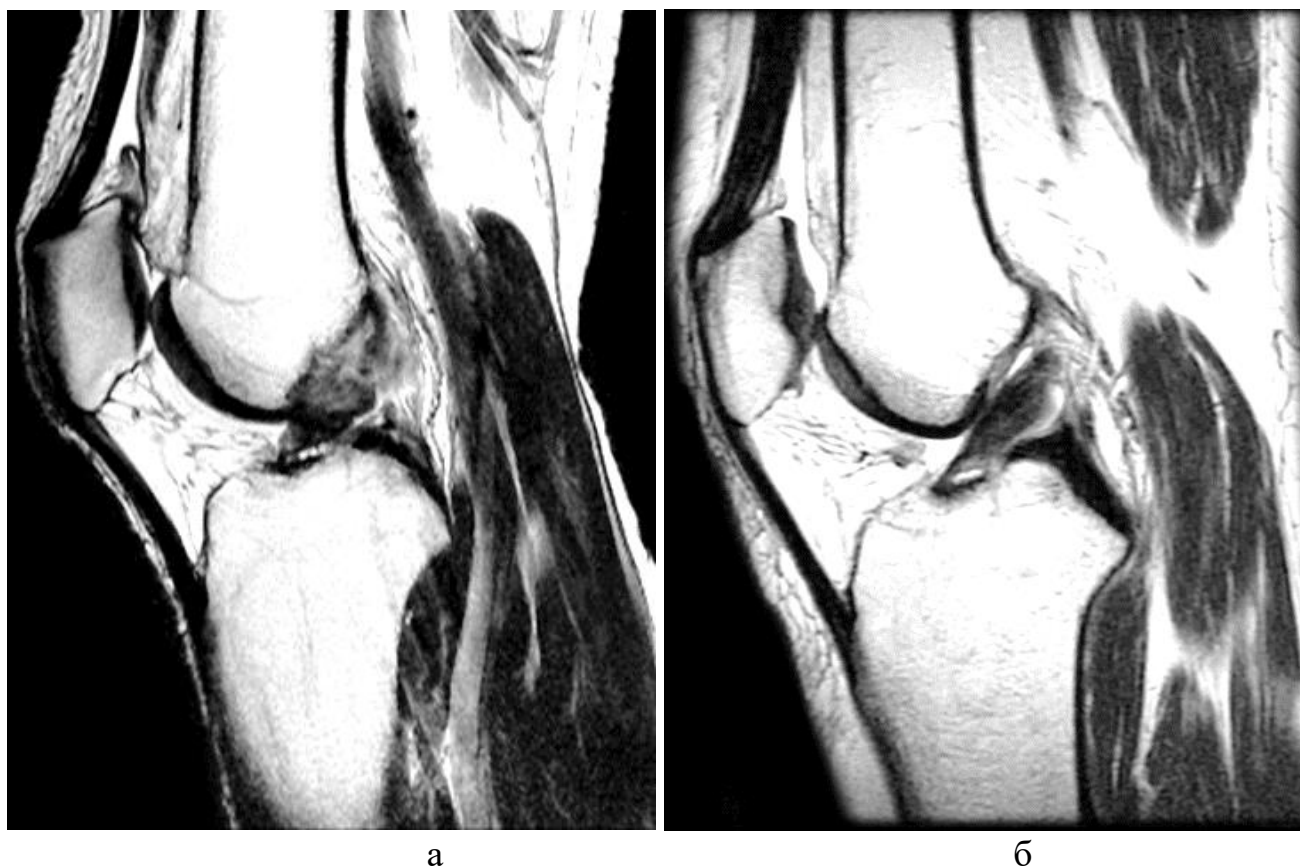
МРТ-исследование: повреждение ПКС коленного сустава – а – полный разрыв в средней трети; б – проксимальный разрыв с сохранностью строения волокон
